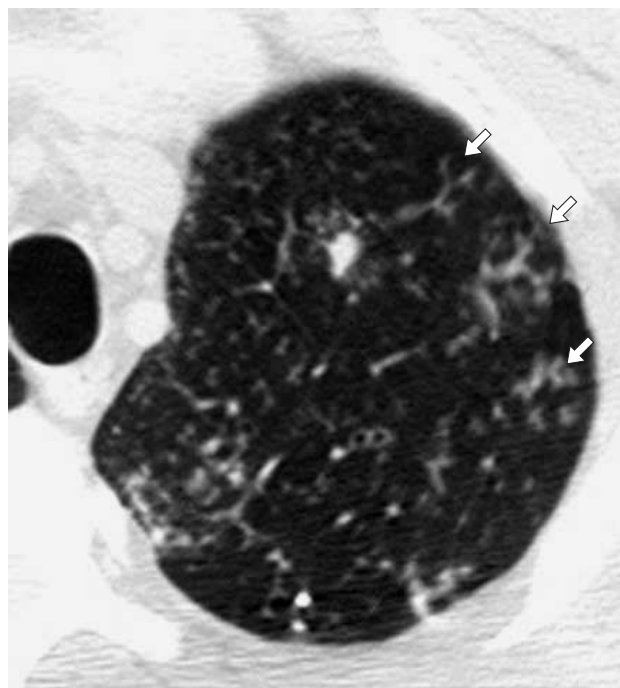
Фрагмент компьютерной томограммы высокого разрешения верхней доли левого легкого у пациента с бронхогенным диссеминированным туберкулезом. Множественные мелкие внутридольковые очаги — симптом “дерева с почками” (стрелки).
